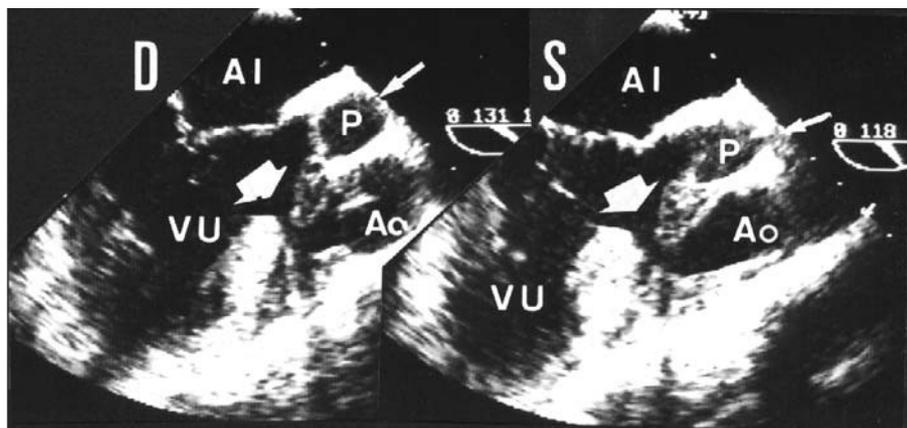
Ecocardiograma transesofágico en un paciente con corazón univentricular corregido con técnica de Fontan. Se puede observar la estenosis subaórtica localizada en el foramen bulboventricular (flecha ancha). AI: aurícula izquierda; Ao: aorta; D: diástole; P: pulmonar; S: sístole; VU: ventrículo único.
